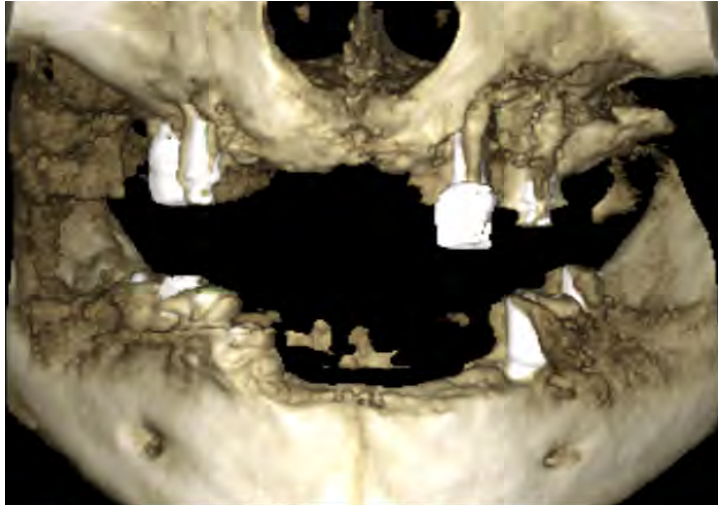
КЛ КТ (трехмерная визуализация). Пациент, 59 лет. Диффузное поражение бисфосфонатным остеонекрозом верхней и нижней челюстей
